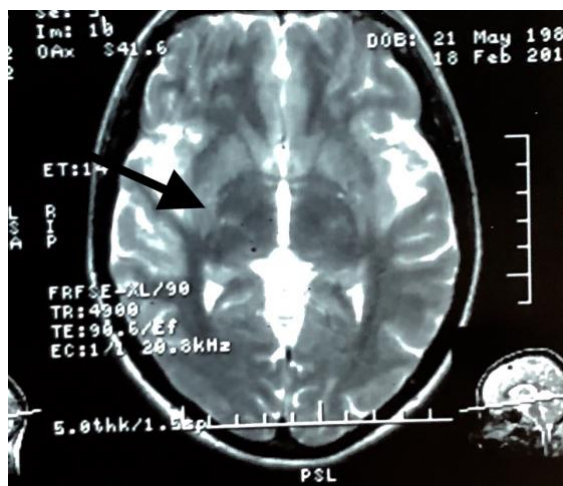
Пациентка М. (м/к 21313). МРТ головного мозга, аксиальная Т2 ВИ. Расширенные периваскулярные пространства Вирхова-Робина, с образованием кистул на уровне базальных ядер
